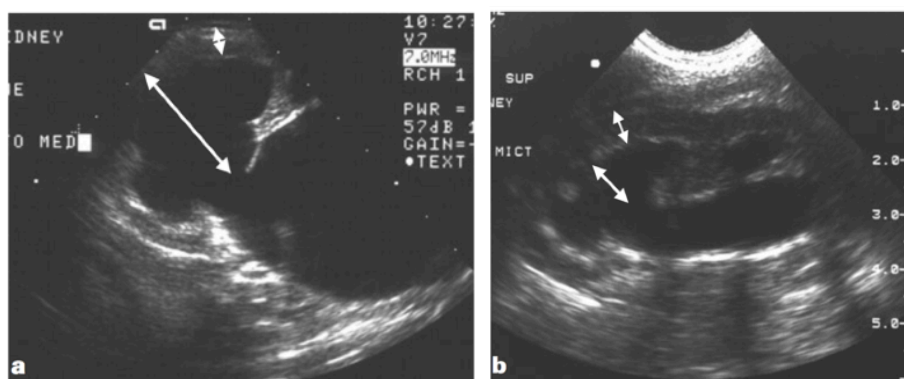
El ratio Ca/P en la ecografía preoperatoria (a) es 6,0 y en la postoperatoria (b) 2,33 ⁽³³⁾.
